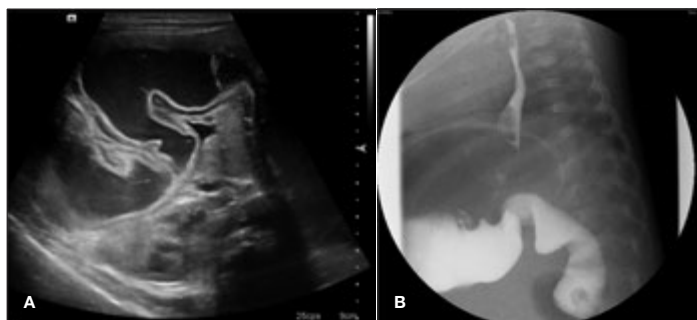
Estudis radiològics. A) Ecografia abdominal: mostra dilatació gàstrica i de les primeres porcions del duodè, on s'observa un canvi de calibre suggestiu d'obstrucció intestinal alta. B) Trànsit esofagogastroduodenal: obstrucció del pas del contrast en la tercera porció del duodè amb una impromta vertical que suggereix la presència de bandes de Ladd.
